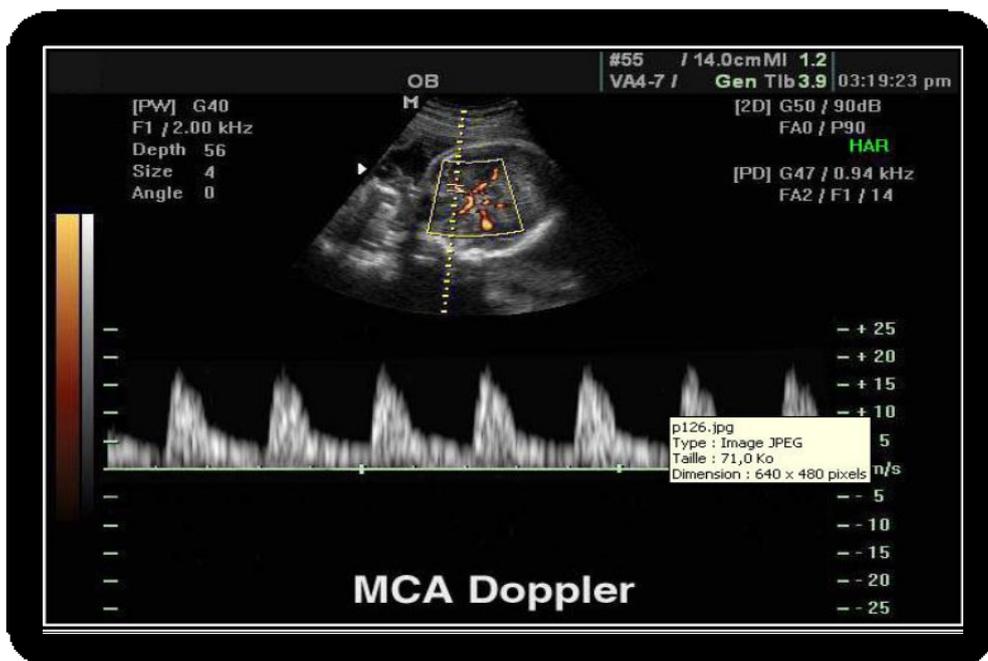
doppler cérébral [72].
